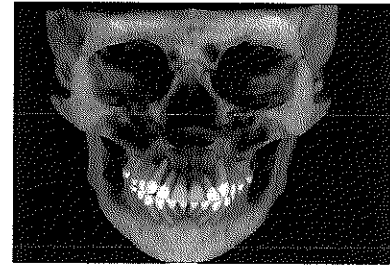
Tomografía inicial. Longitud radicular
